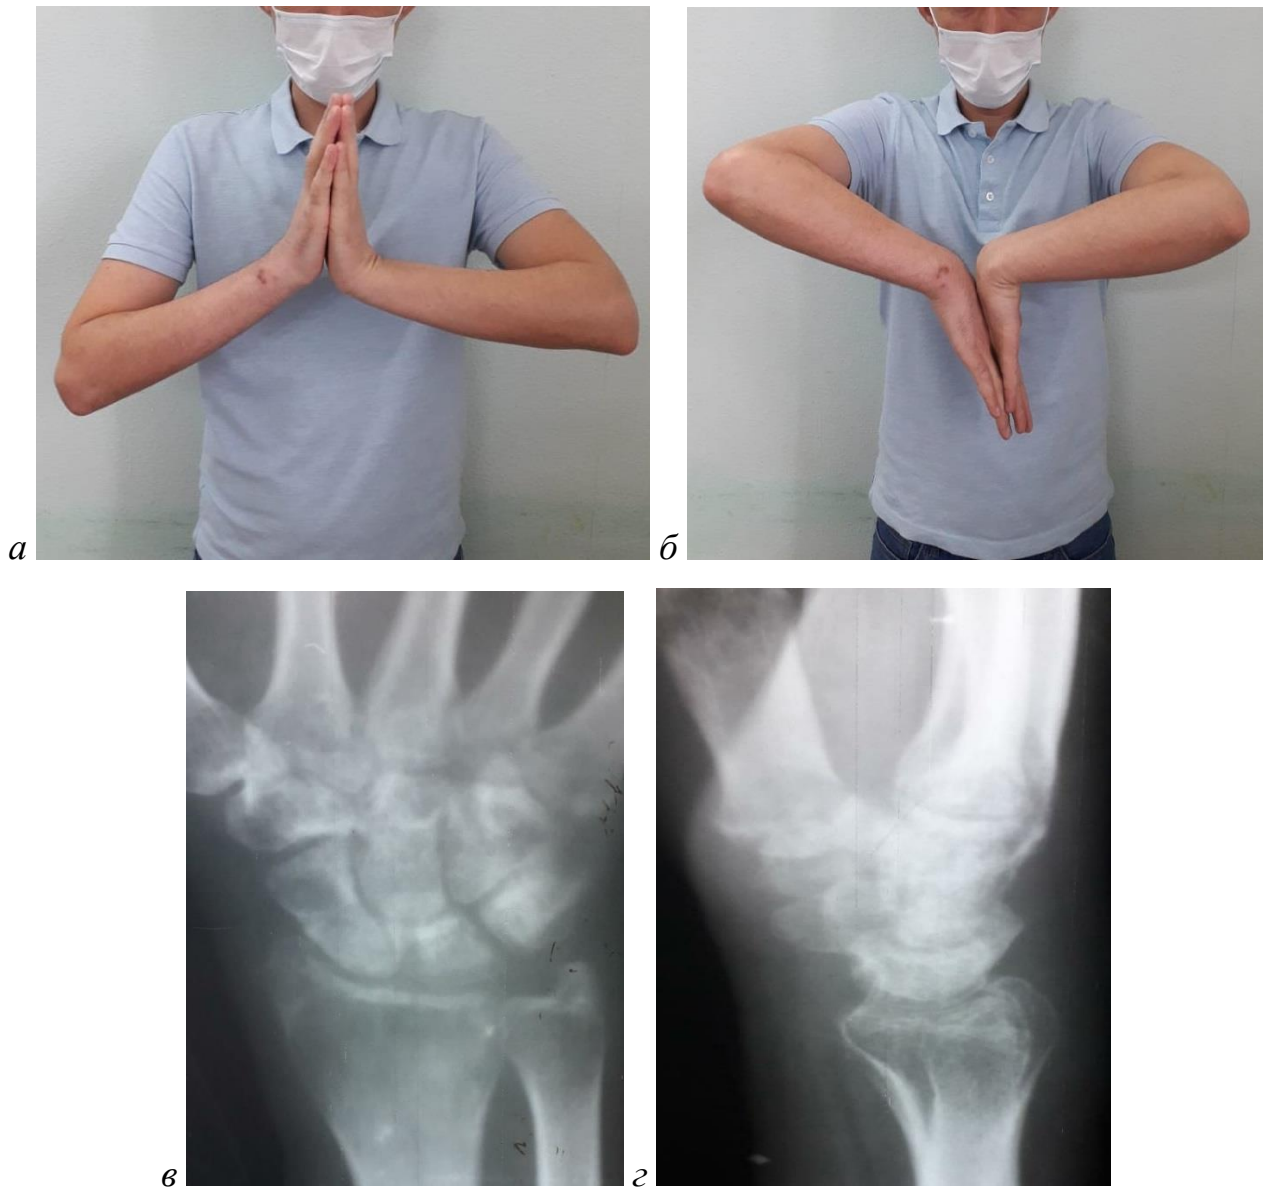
Пострадавший И., 31 год. Анатомо-функциональный результат через 9 мес. после операции, ограничение разгибания в лучезапястном суставе (а) — 25° в сравнении со здоровой, ограничение сгибания (б) — 15° в сравнении со здоровой конечностью. Рентгенограммы правого лучезапястного сустава в прямой (в) и боковой (г) проекциях. Определяется консолидация перелома ДМЭЛК. Выявлены рентгенологические признаки посттравматического артроза I стадии. Рентгенологические вне- и внутрисуставные параметры в норме
